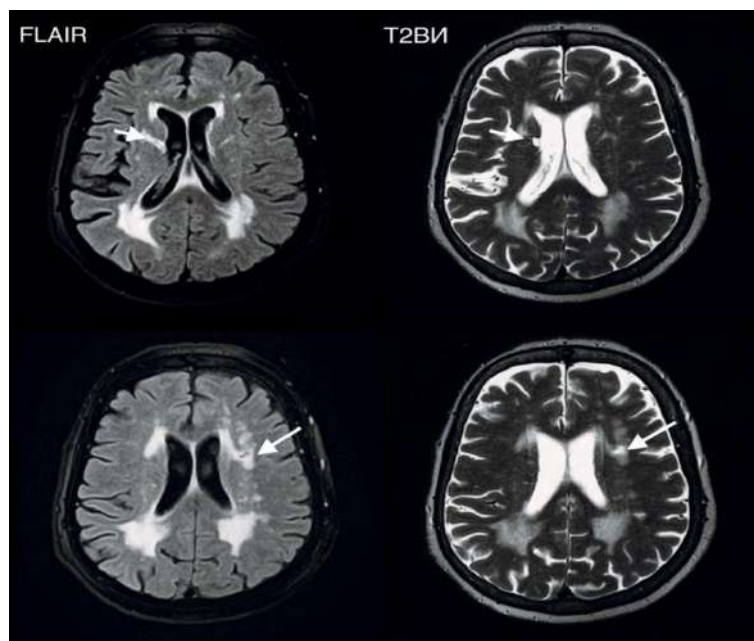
МРТ головного мозга, аксиальная плоскость (FLAIR ИП и T2ВИ). Лакуны в области базальных ядер и глубоком белом веществе головного мозга (стрелки)
